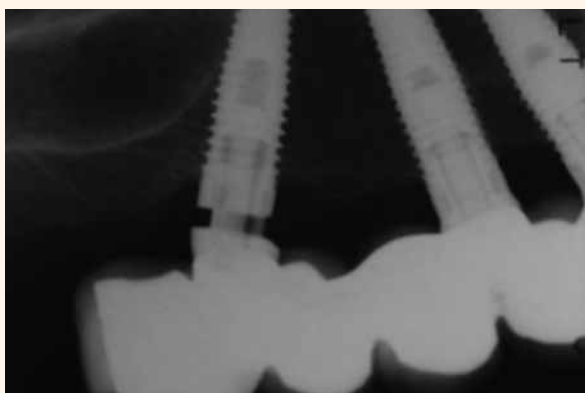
Radiografía periapical en la que se observa la falta de ajuste entre el pilar protésico y el implante dental.
